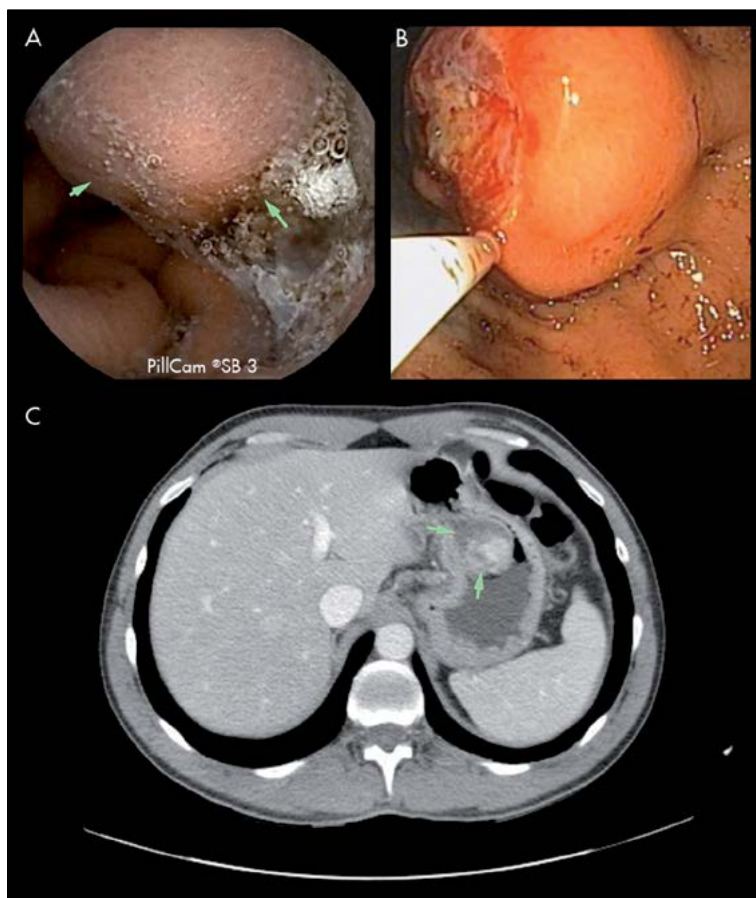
Lesión gástrica (GIST) vista mediante cápsula endoscópica (A), en visión directa con gastroscopio (B) y mediante tomografía computarizada abdominal en fase arterial, donde se observa captación de contraste por la lesión (C).
